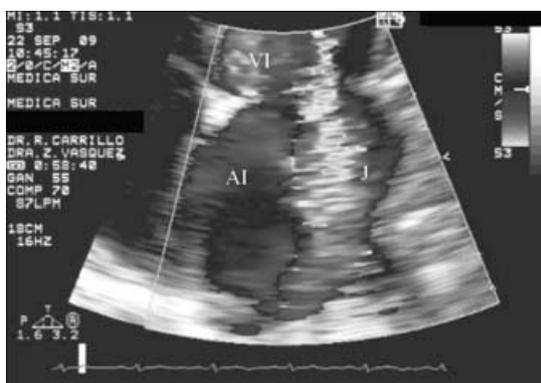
Ecocardiografía Doppler donde se observa insuficiencia mitral grave con jet regurgitante que alcanza el techo de la aurícula izquierda. AI = aurícula izquierda, VI = ventrículo izquierdo, J = chorro regurgitante
